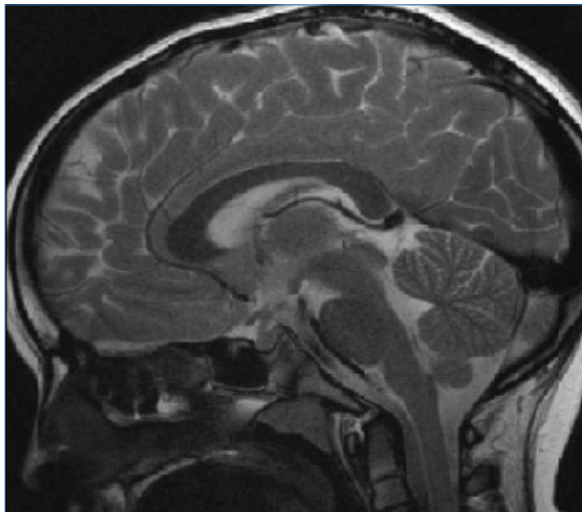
RM al diagnóstico, discreto engrosamiento del tallo, ausencia de visualización de neurohipofisis.
